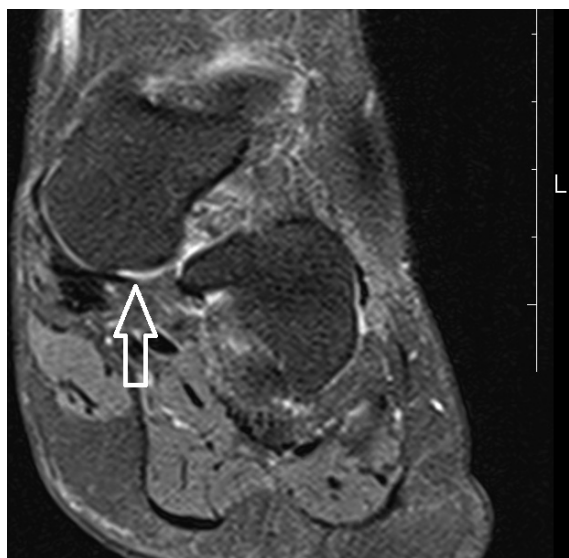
МРТ. Фронтальний зріз. Потоншена та пошкоджена ПЧЗ стопи. Підвивих таранної кістки. Стрілка – пошкодження дистальної частини верхньо-медіальної порції ПЧЗ в місці фіксації до човноподібної кістки.
